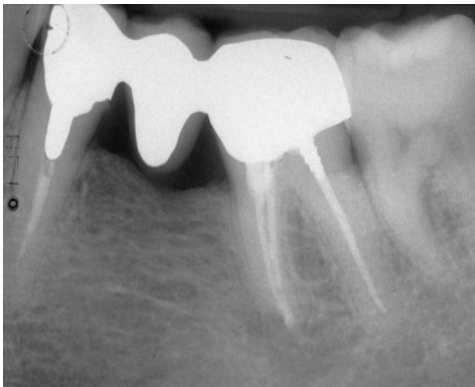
Röntgenaufnahme von 36 fünf Jahre nach WSR (aus GAGLIANI et al. 2005)
